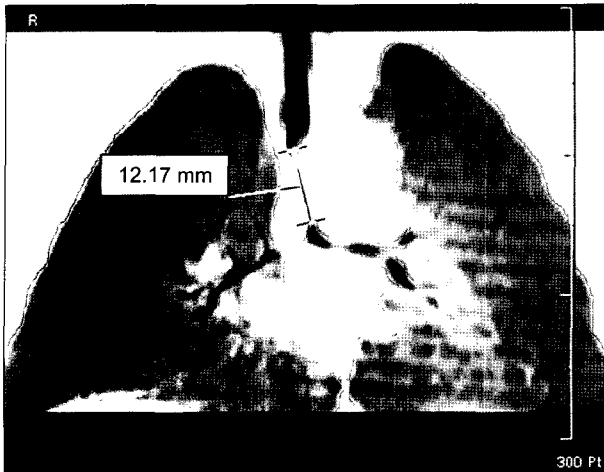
Preoperative chest computer tomographic scan of case 1. Coronal image shows diffuse concentric stenosis of distal trachea and right main bronchus.
